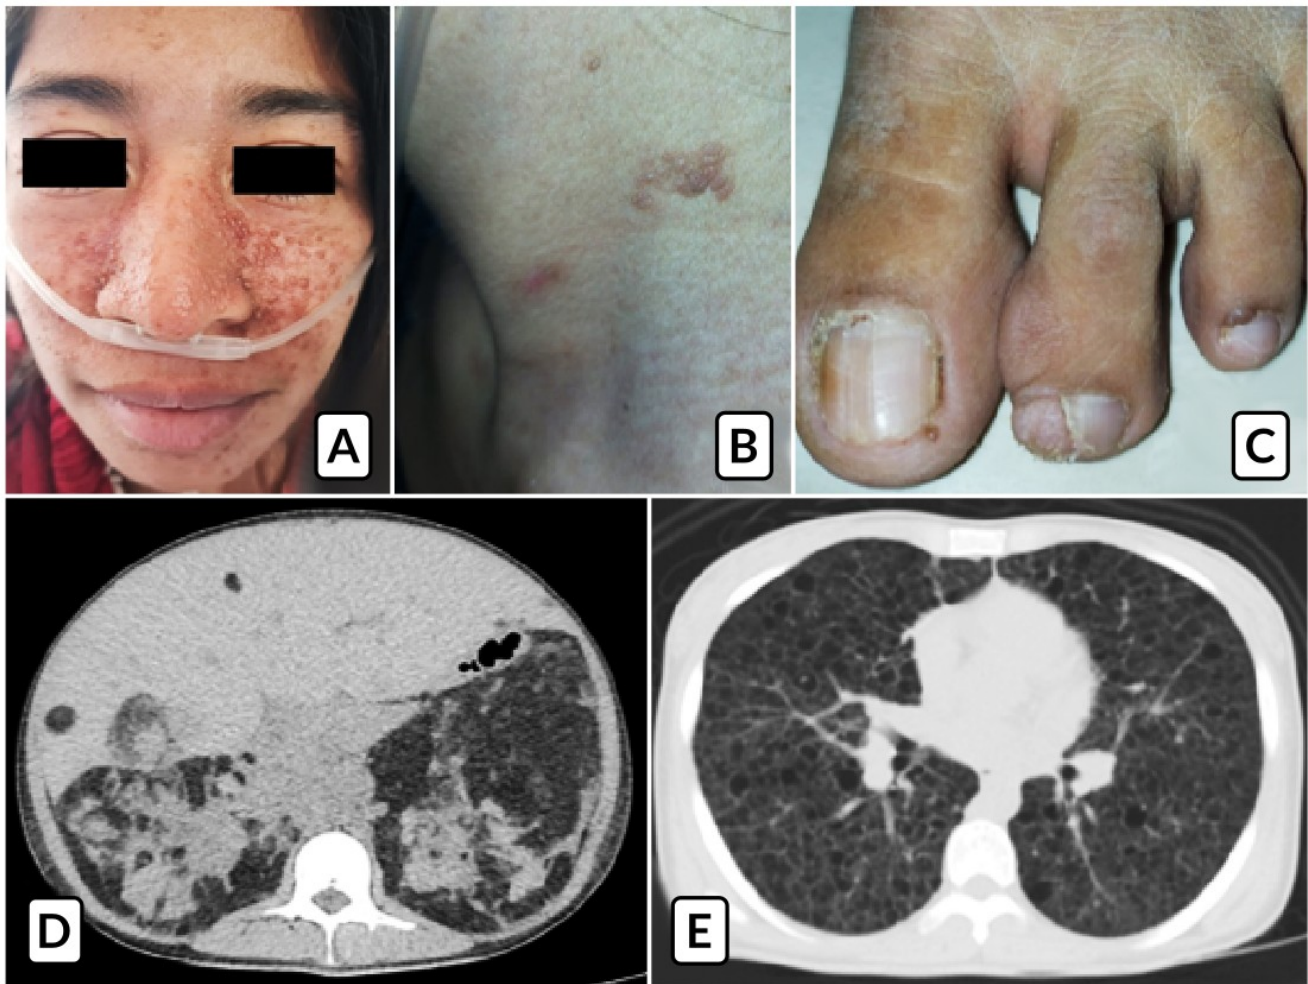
Linfangioleiomiomatosis pulmonar sindromática.* A) Angiofibromas cutáneos faciales. B) Parches de Shagreen en el cuello C) tumores de Koenen ungueales en el pie izquierdo D) Tomografía computarizada abdominal, corte axial, evidenciando múltiples imágenes amorfas compatibles con angiomiolipomas, difusos a nivel del parénquima hepático y renal bilateral. E) TAC torácica, cortes axiales, observando en ambos campos pulmonares múltiples quistes redondeados de paredes delgadas y definidas, de 0.5 a 2.0 cm.
